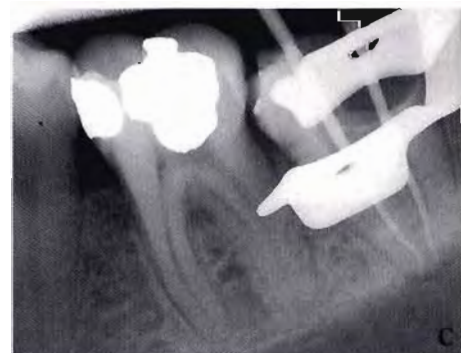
A. Prova dei coni nel secondo molare inferiore con due soli canali in un'unica radice, con forami indipendenti. B. Sospettando la presenza di comunicazioni, i due coni sono stati compattati insieme (compattazione contemporanea). C. La radiografia postoperatoria mostra la presenza di comunicazioni nel terzo apicale.
